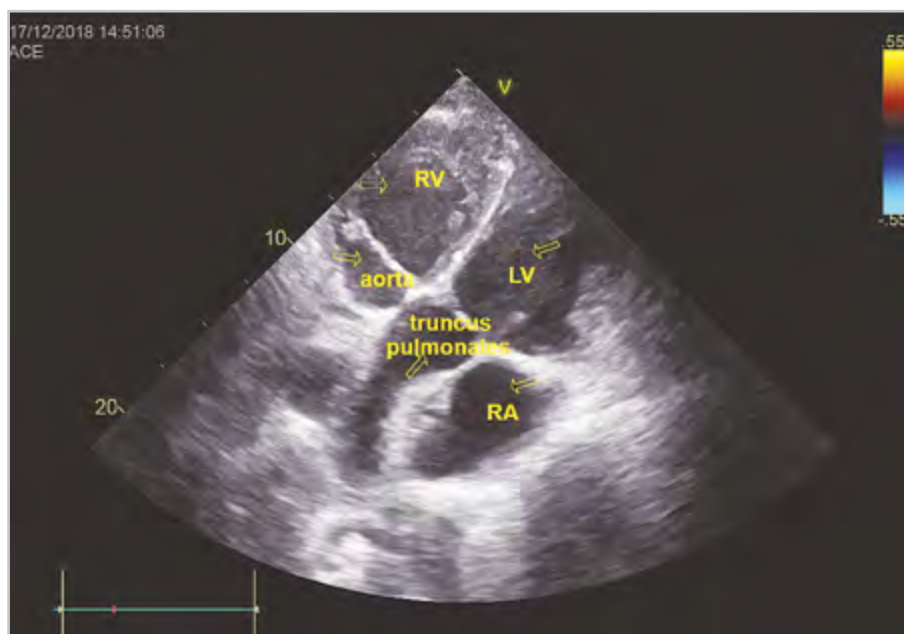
Эхокардиограмма. Апикальная позиция. От морфологически левого желудочка (LV) отходит легочная артерия (Truncus pulmonales). От морфологически правого желудочка (RV) отходит аорта (Ao)
